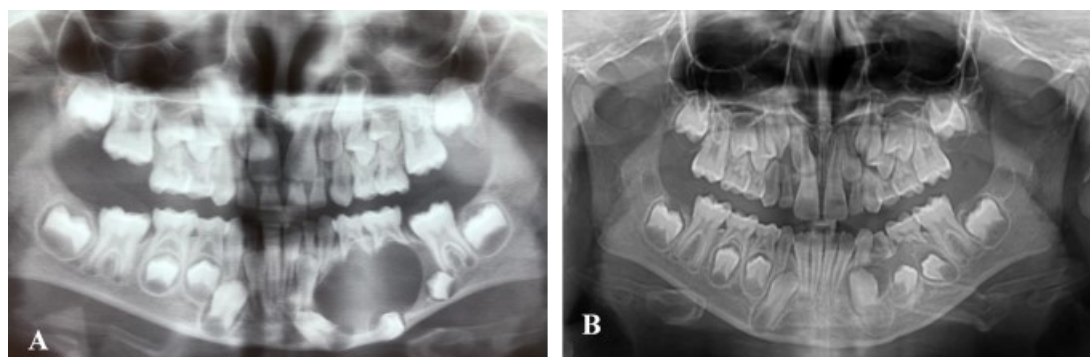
Queratoquisto odontogénico mandibular encontrado numa criança. A- Ortopantomografia inicial onde se verifica uma lesão unilocular na região entre o dente 72 e o dente 36. B- Ortopantomografia após 1 ano do tratamento de descompressão, adaptado de Domingues et al., 2020.
